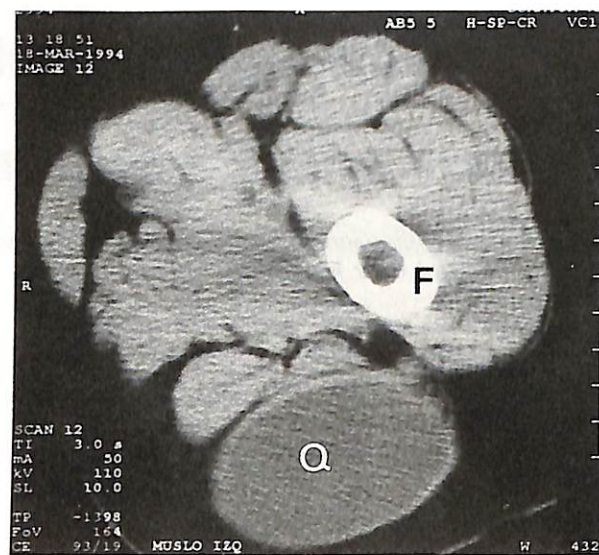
TAC de muslo izquierdo: formación quística en íntima relación con los músculos bíceps y semimembranoso (F: fémur, Q: quiste).
